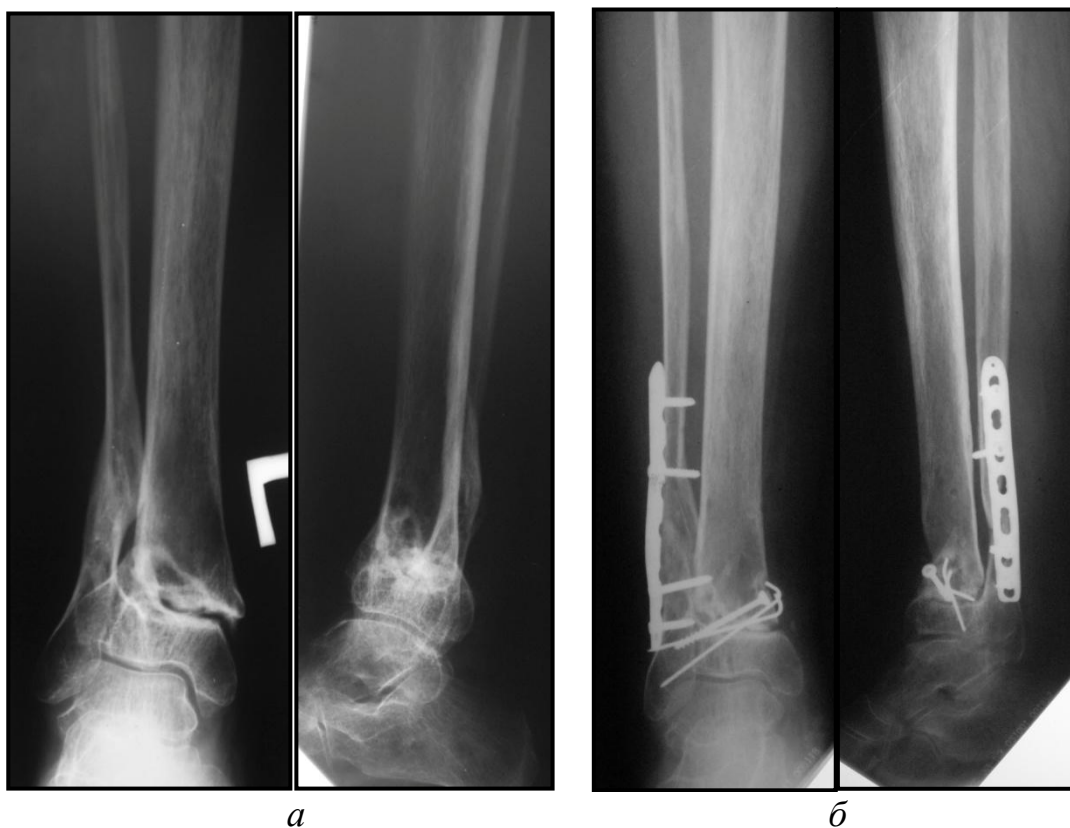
Рентгенограммы костей правой голени больной С. 54 лет, и/б №2680.
